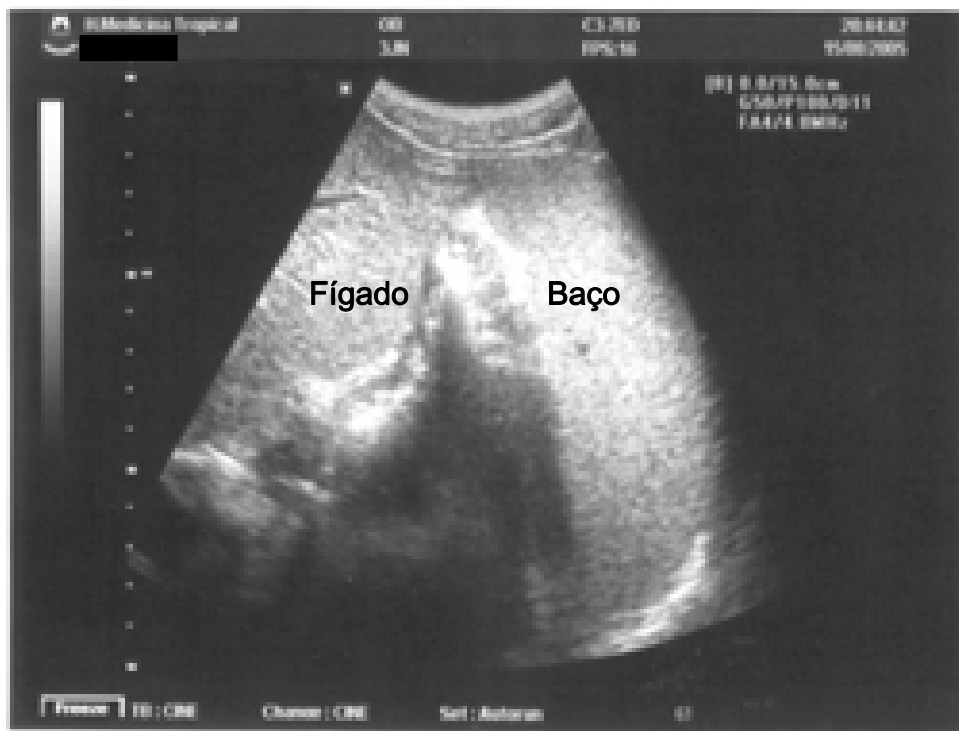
Ultra-sonografia de paciente hospitalizado com malária falciparum, evidenciando o "sinal do beijo" (hepatoesplenomegalia)
